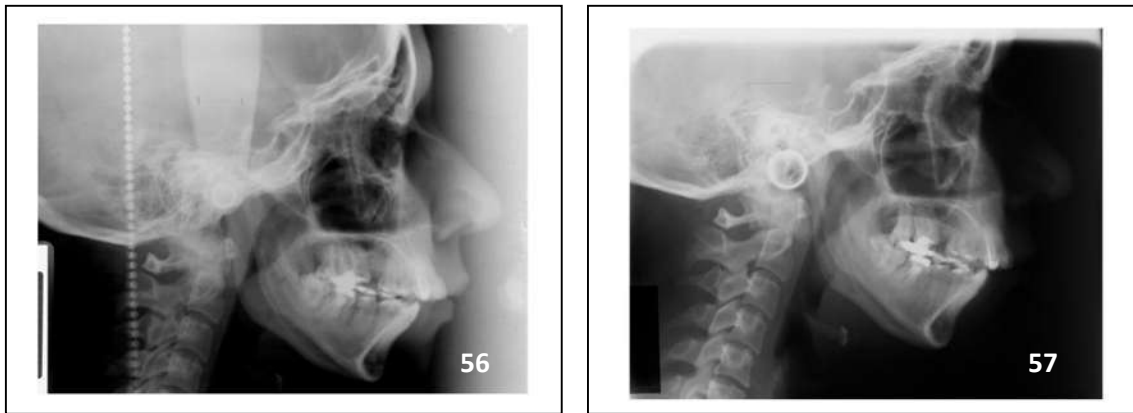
Radiografías lateral de cráneo de inicio (55) y final (56).
